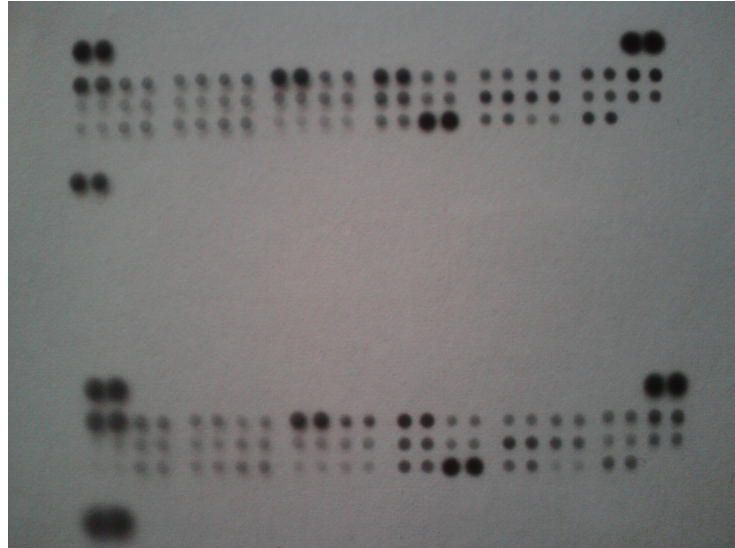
Röntgenfilm von zwei ausgewerteten Membranen. Jedes Protein wird in Duplikaten bestimmt. Die Pixeldichte wird durch eine spezielle Software erfassbar.
